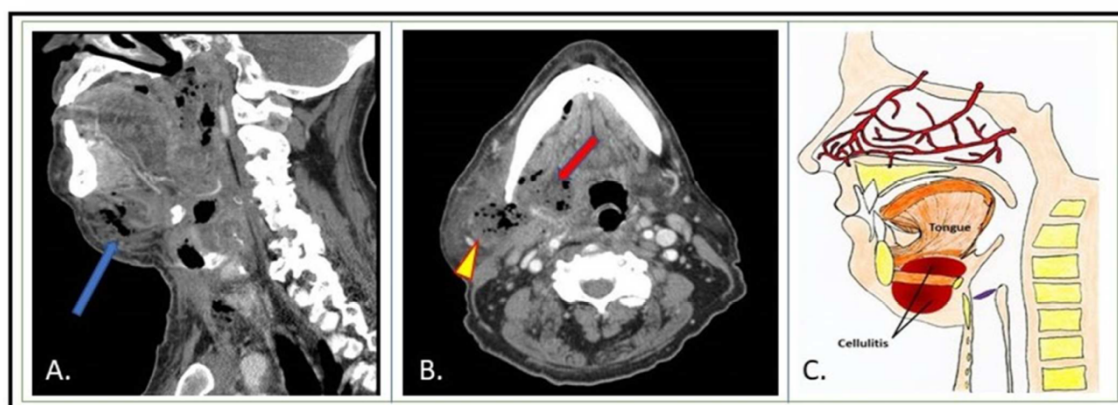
(1) - TC de um doente com AL.
